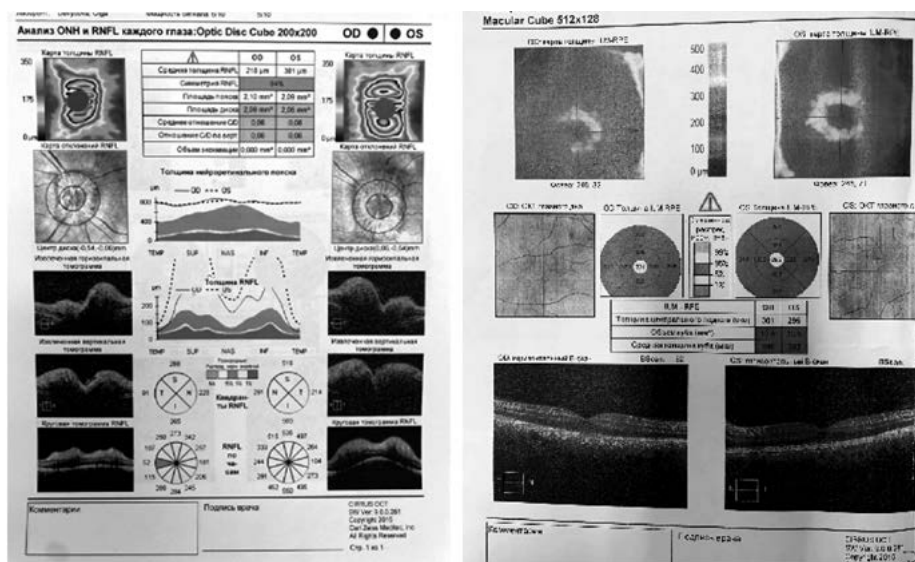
Пациент М.: результаты оптической когерентной томографии – проминенция дисков зрительных нервов
